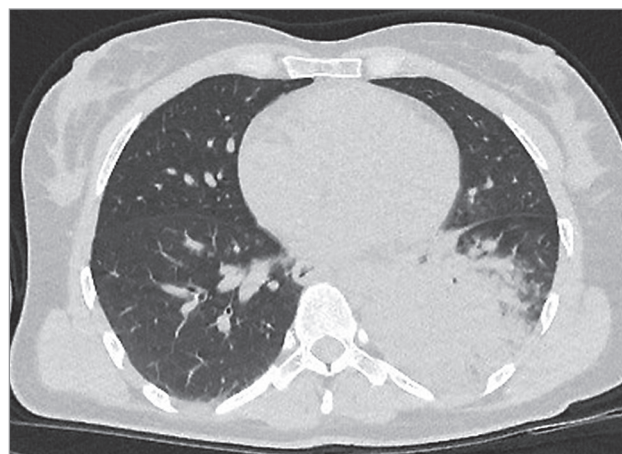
Пневмококковая внебольничная пневмония тяжелого течения. Обзорная рентгенограмма и компьютерная томография органов грудной клетки
